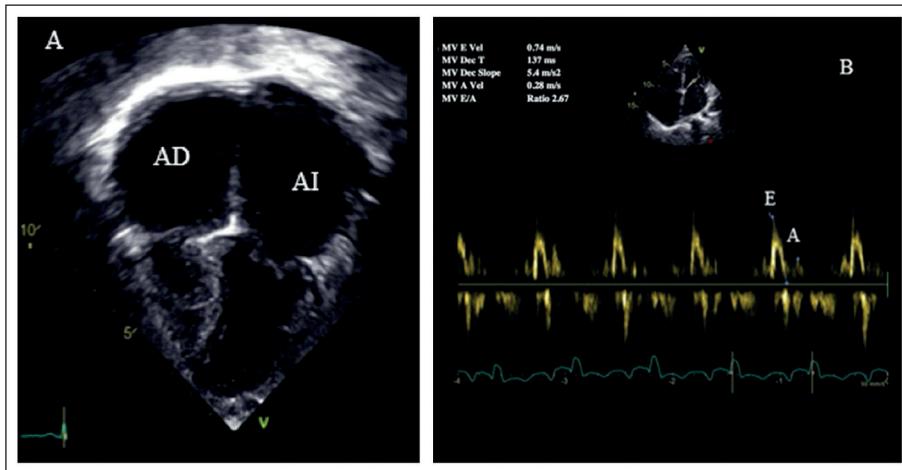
A) dilatación severa de ambas aurículas que supera el tamaño ventricular. B) Doppler convencional de la válvula mitral con patrón de fisiología restrictiva, con onda E dominante, onda A de baja velocidad y tiempo de desaceleración disminuido.
